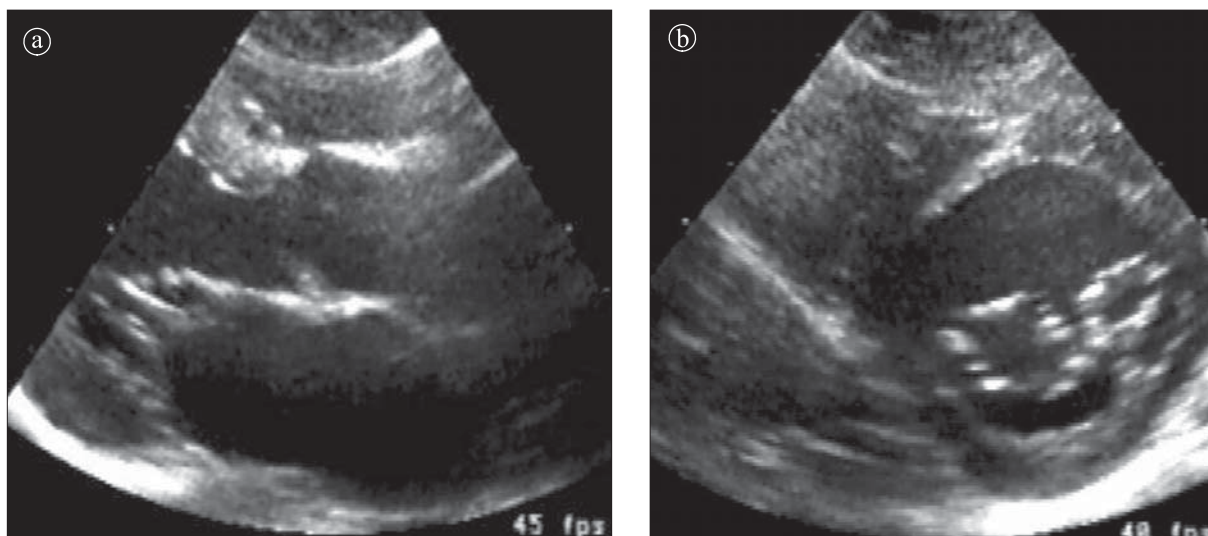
Stenoză mitrală. Orificiu mitral dublu. Ecografie bidimensională. a) Secțiune longitudinală. b) transversală.
